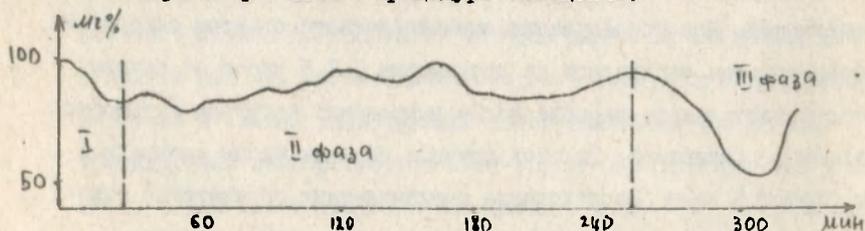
I Гликемический профиль, снятый при длительном сеансе программного углеводного насыщения перед выполнением нагрузки /усредненный по данным 6 наблюдений испытуемых одного веса при одинаковой скорости инфузии раствора глюкозы - 0,8 г/мин/
